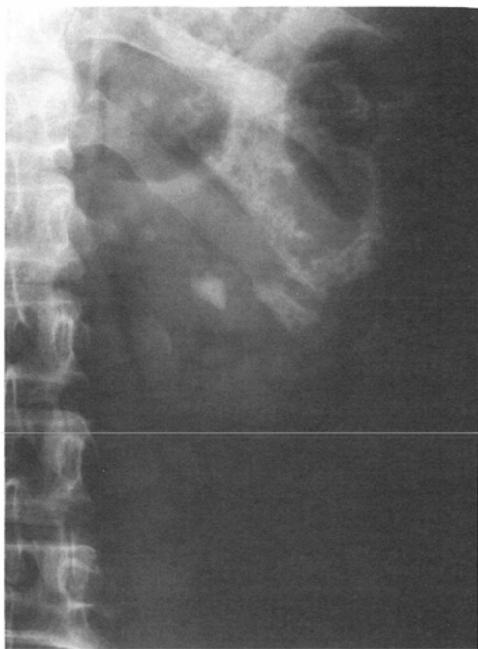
Plain radiograph reveals a $14 \times 7\text{mm}$ stone in the left upper abdomen.
